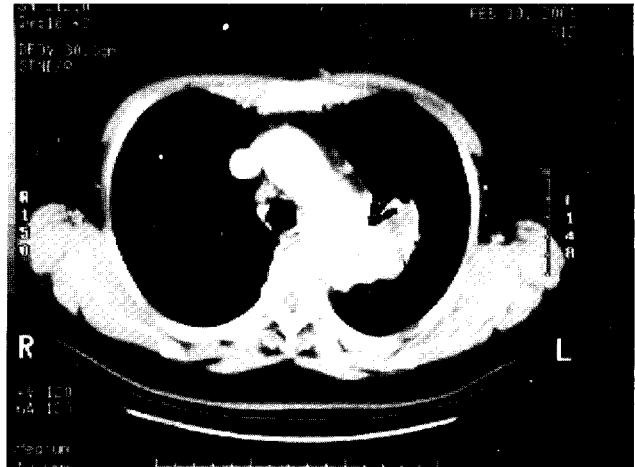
Preoperative CT finding 2. Aortobronchial fistula(arrow)
